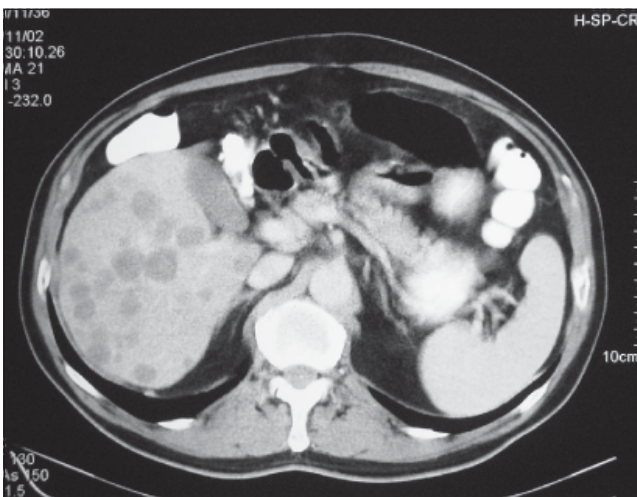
TAC abdominal contrastada. Se observan múltiples lesiones hepáticas secundarias a metástasis de TEGI yeyunal.*
